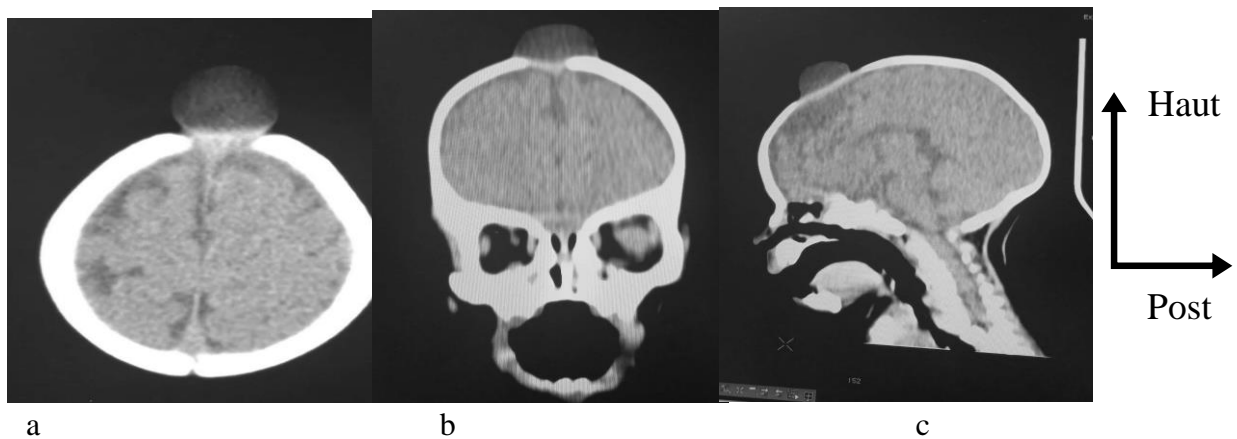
a.b.c. TDM cranio-encéphalique sans injection de PDCi en coupe axiale avec reconstruction Coronale et sagittale objectivant une lésion kystique de la fontanelle antérieure
